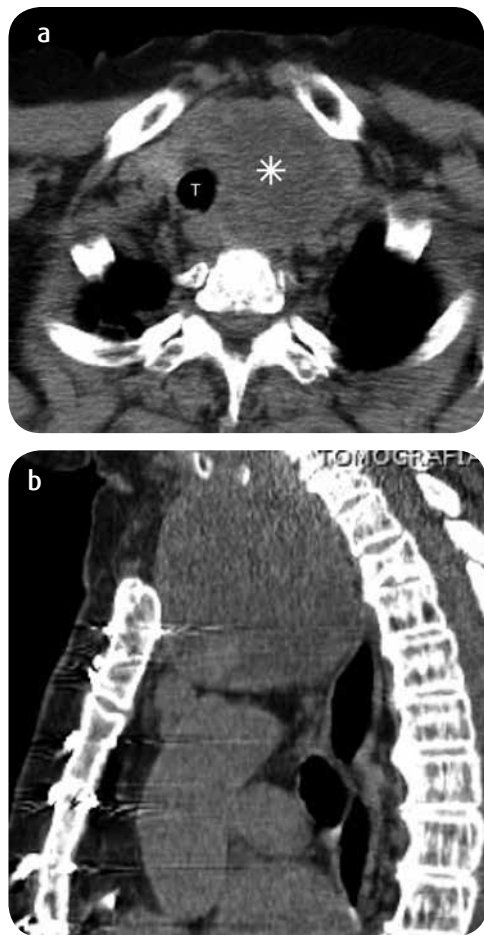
a) TC corte axial y b) reconstrucción sagital. Masa de baja densidad (asterisco), con algunas áreas quísticas y calcificaciones en el interior, que comprime y desplaza la tráquea hacia la derecha (T), se origina en el lóbulo tiroideo izquierdo y se extiende al mediastino superior a través del OT. Este hallazgo corresponde a bocio endotorácico.
